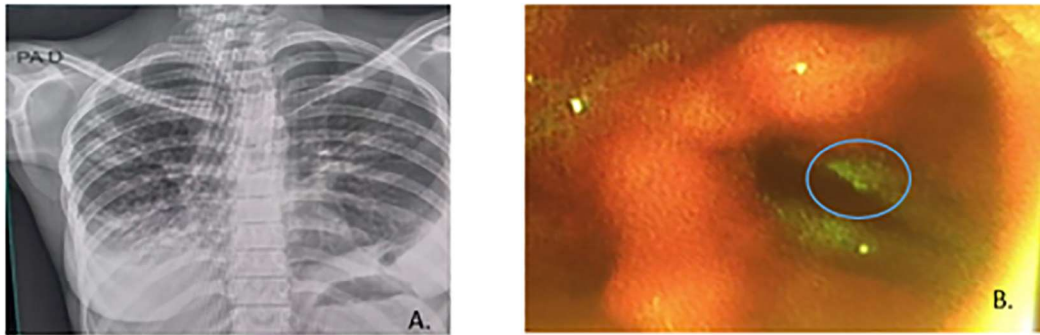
A) Radiografía de tórax postero anterior (PA) de la paciente: infiltrados retículo-nodulares en lóbulo superior a predominio derecho. B) nasolaringoscopia antes del tratamiento de la tuberculosis que muestra una lesión granulomatosa (círculo).
